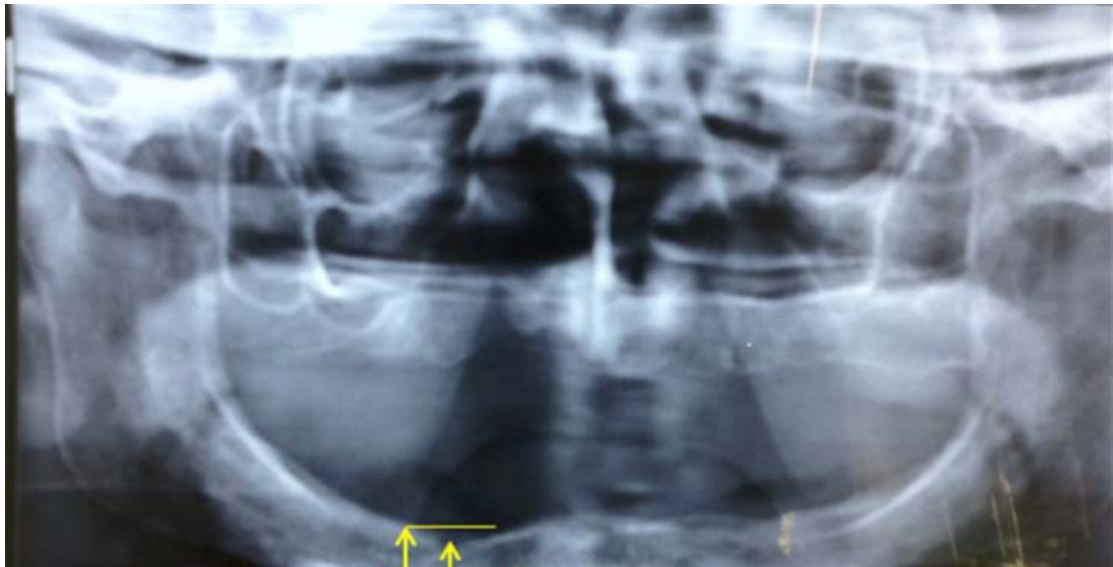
Ortopantomografia de uma paciente do sexo feminino com 71 anos apresentando edentulismo com mandíbula atrofada (Călin, Mitrea, & Sintea, 2012).
